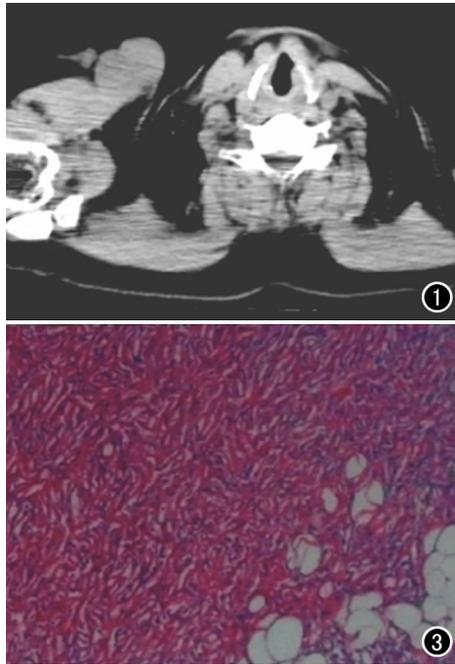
CT 平扫轴面示右侧胸锁乳突肌前方皮下脂肪间隙内见欠规则形软组织块影,局部 CT 值约为 22HU,病灶轮廓显示不清晰,其与邻近肌肉分界不清,邻近皮肤增厚不明显。图 2 CT 平扫轴面另一层面。图 3 镜下见肿瘤由大小、形态较一致的梭形细胞构成,梭形细胞呈席纹状、漩涡状、车辐状排列,并向周围脂肪浸润,细胞核多形性不明显,分裂活性低($\times 100$, HE)。
